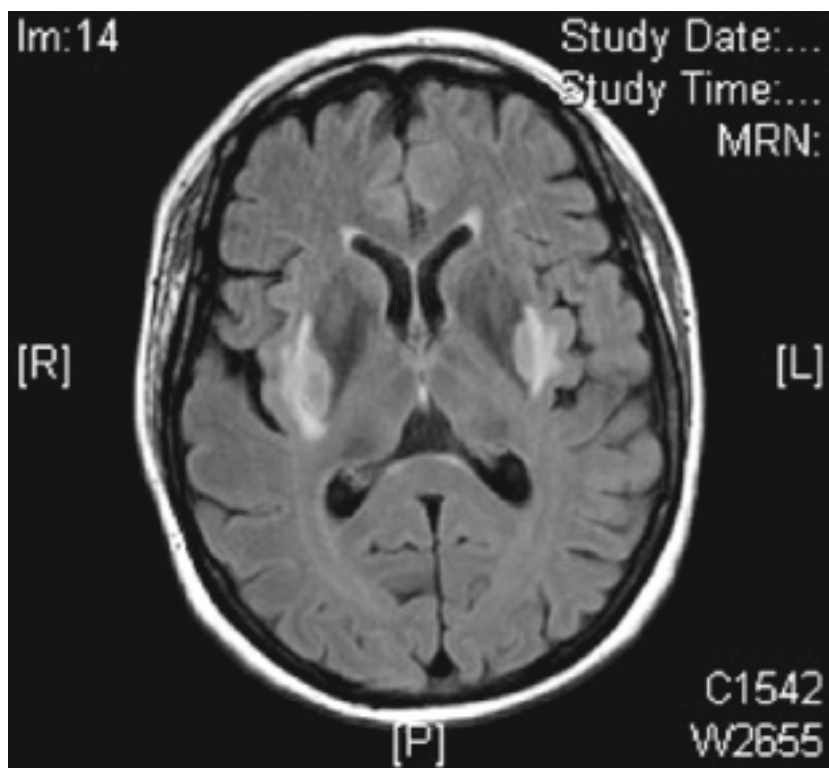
Resonancia magnética. Hiperintensidad putaminal bilateral.
